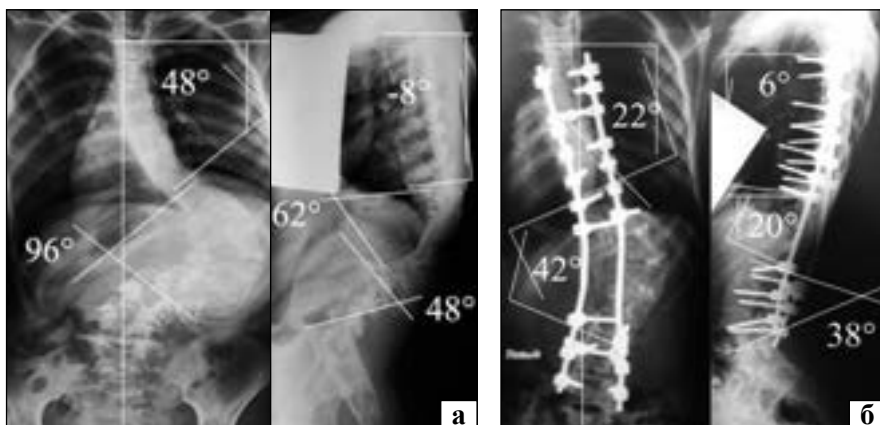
Рентгенограми хребта до (а) та після (б) операції
